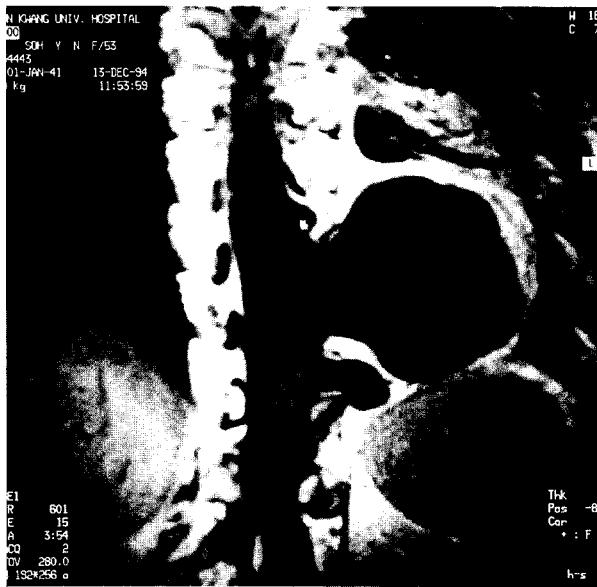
Preoperative T-spine MRI
